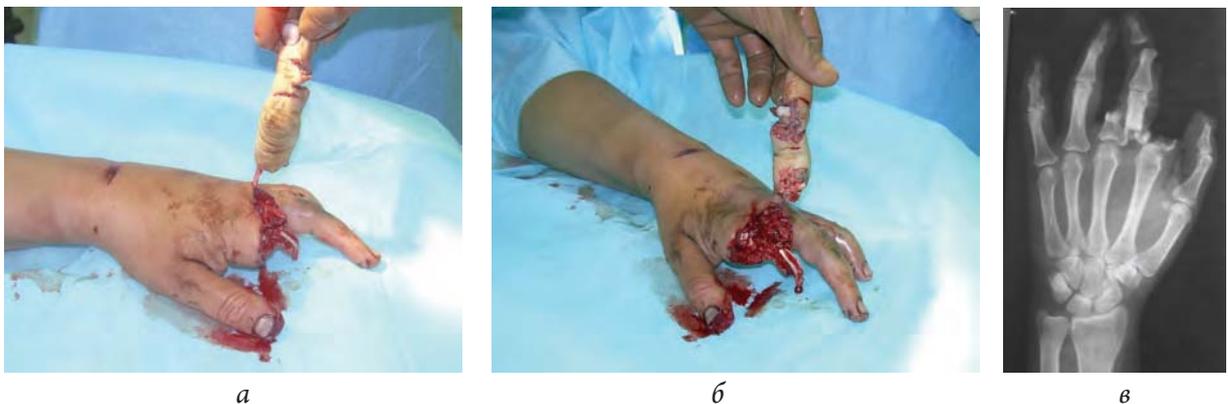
Фотографии (а, б) и рентгенограмма (в) левой кисти пациентки П., 42 года, до операции
